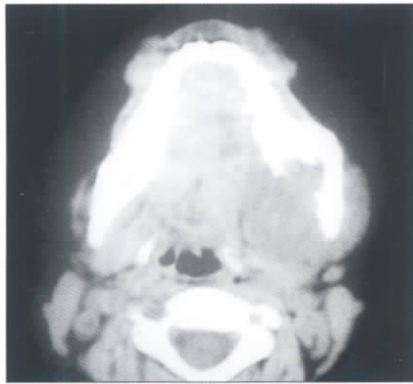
术前CT片示左侧下颌骨角部及升支软组织密度灶
